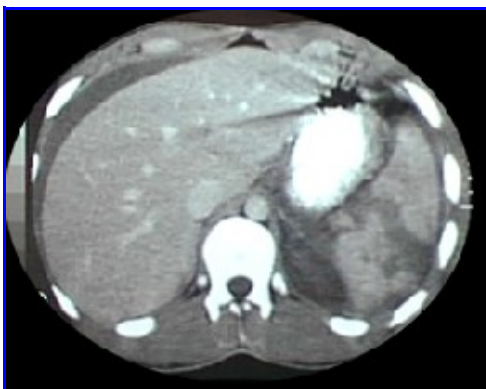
TAC de abdomen. Traumatismo con efracción completa del bazo.
